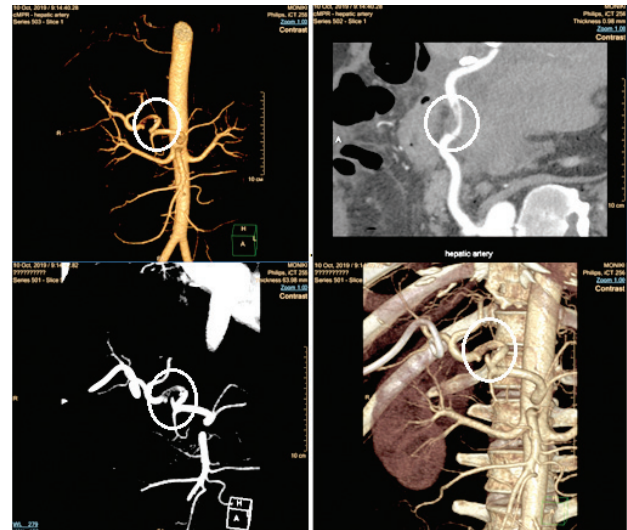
Компьютерная томография-ангиография через 4 месяца после трансплантации печени у пациента № 1. Критическое протяженное сужение печеночной артерии (выделены кругом)
